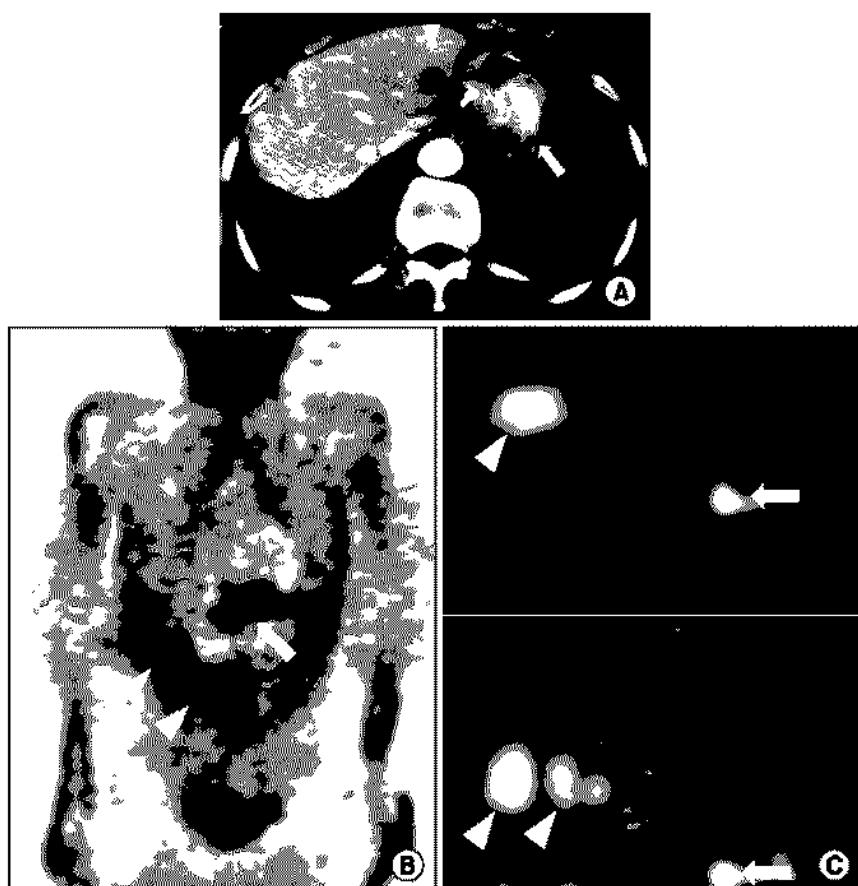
CT and FDG-PET scan findings of case 1 in Table 1. (A) Abdominal CT showed gastric remnant wall thickening (arrow) and liver metastasis (arrow head). (B) FDG-PET whole-body image demonstrated local recurrence (arrow) and multiple liver metastases (arrow heads). (C) Liver metastases (arrow heads) and para-aortic lymph node metastasis (arrow) were seen in transaxial (upper) and coronal (Lower) regional images.
